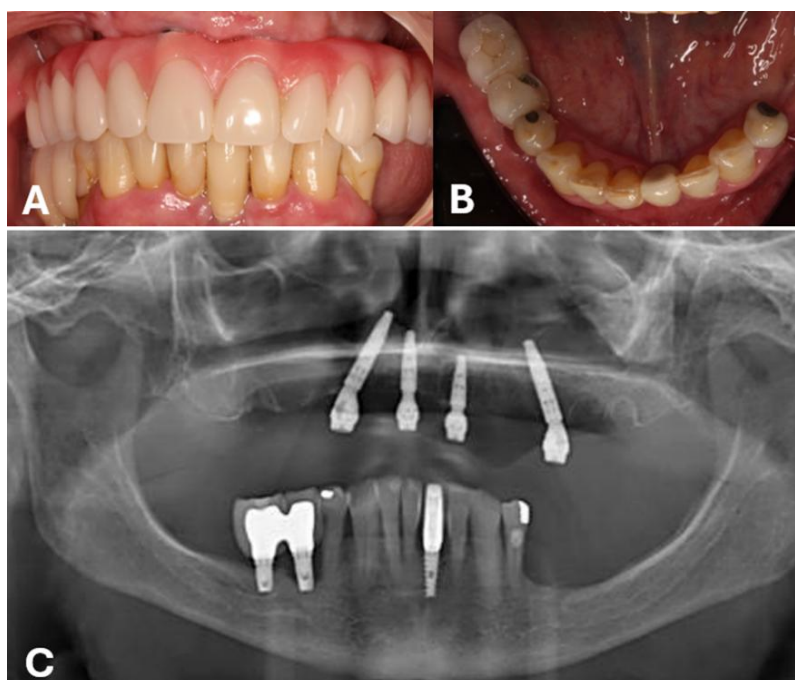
A - Aspecto inicial intraoral frontal em oclusão; B- Aspecto inicial intraoral da arcada inferior; C – Radiografia panorâmica inicial.
